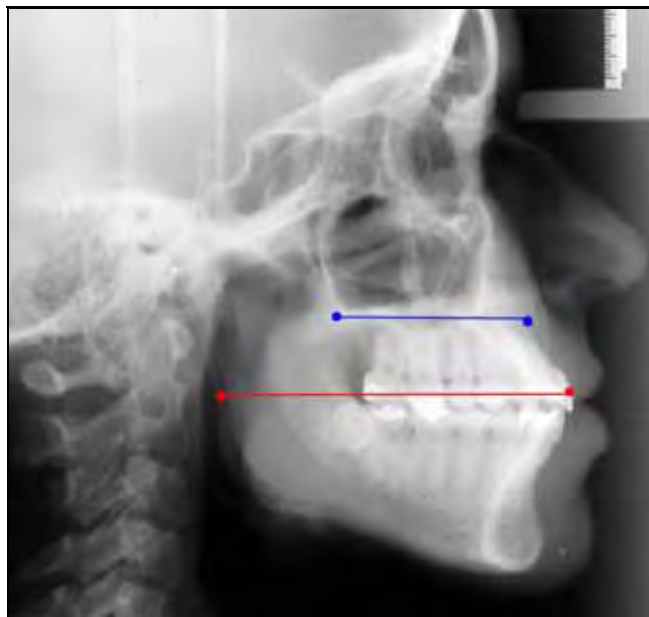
Radiografia representativa da razão  $Sf1/-DM16/Ena-Enp$ .
